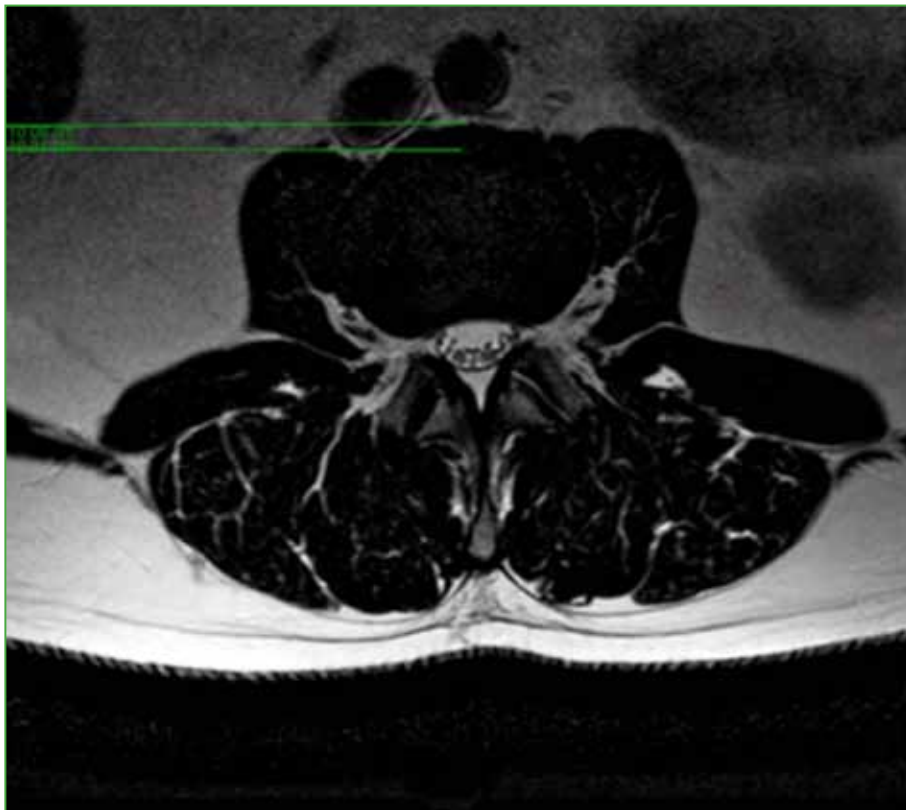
Resonancia magnética, corte axial a nivel del espacio intervertebral de L2-L3. Se observa la vena cava en la posición A y I (RA + RI).
